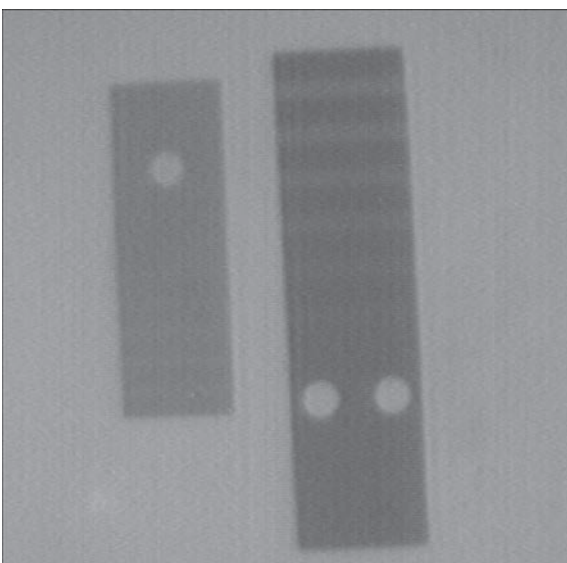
Рентгенограмма индикаторов чувствительности № 1 и № 2 стали толщиной 4 мм при энергии рентгеновского излучения 140 кЭВ
